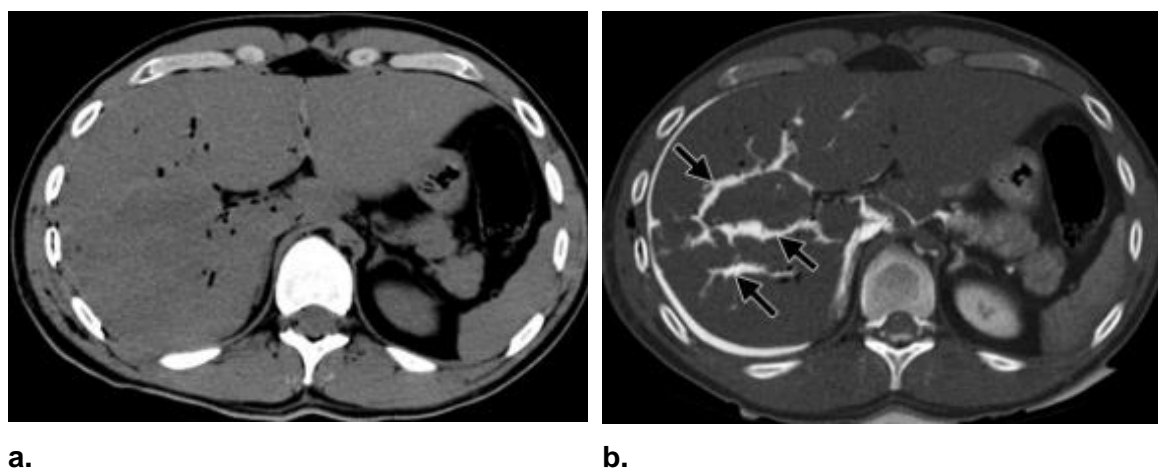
Trauma contuso do abdômen superior. (a) Imagem de TC-PM sem injeção de um meio de contraste; (b) Imagem de AngioTC-PM após injeção venosa de meio de contraste. Comparando as duas imagens, é possível detetar em (b) uma maior visibilidade das lacerações hepáticas (setas em b).
